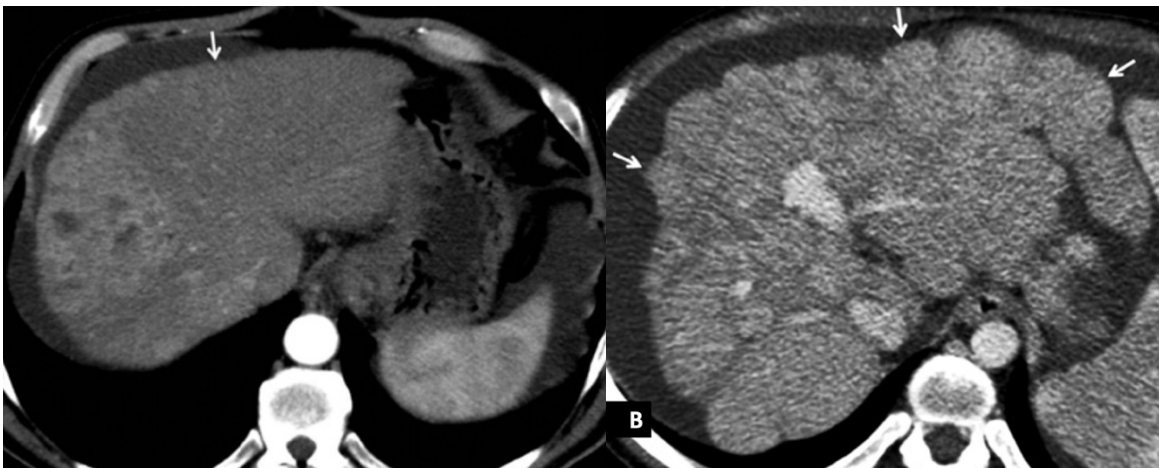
Tomografía contrastada de hígado cirrótico micro y macronodular (Raichholz G, Giménez S. Alteraciones Morfológicas Hepáticas En La Cirrosis: Hallazgos En Imágenes)
